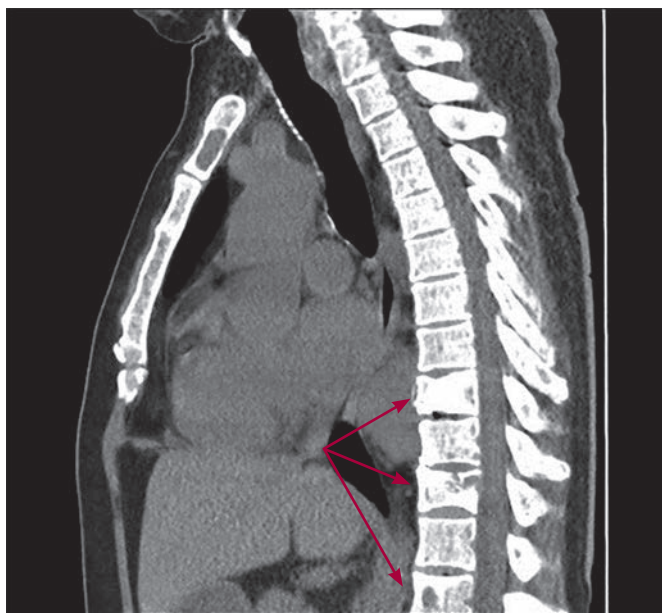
Множественные литические очаги в позвонках, компрессионные переломы тел позвонков Th_{XI}, L_{II} и L_{IV} (КТ, сагиттальный срез)
